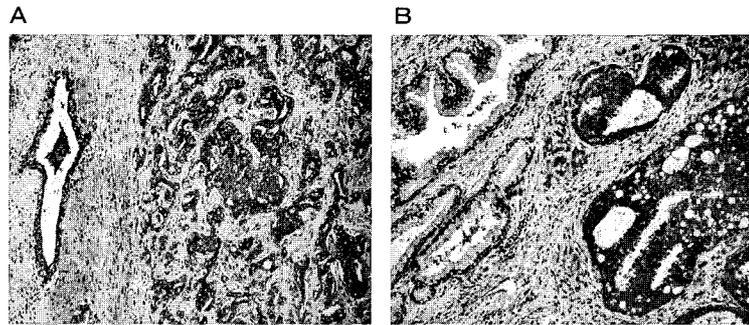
RM2による組織免疫染色例: 腺癌と良性腺管
